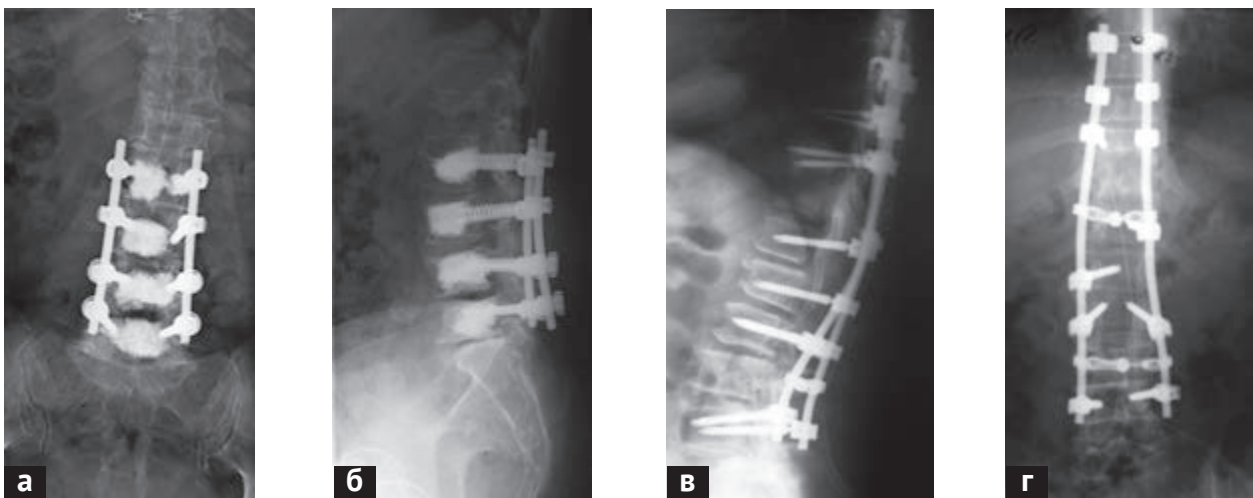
Спондилограммы больных, оперированных по поводу дегенеративного спондилоартроза позвоночника и полифакторного многоуровневого стеноза позвоночного канала на поясничном уровне: *a* — фронтальная и *б* — боковая проекции рентгенограммы поясничного отдела позвоночника, больной с выраженным остеопорозом — транспедикулярная фиксация L_{II} - L_{III} - L_{IV} - L_{V} позвонков дополнена вертебропластикой для придания большей жесткости системы и профилактики ее миграции; *в* — боковая и *г* — прямая проекции рентгенограмм больной с транспедикулярно-крючковой фиксацией $Th_{IX-X-XI}$ - L_1 - L_{II} - L_{III} - L_{IV} позвонков при протяженном полифакторном стенозе позвоночного канала и компрессионном переломе Th_{XII} позвонка за счет остеопороза
